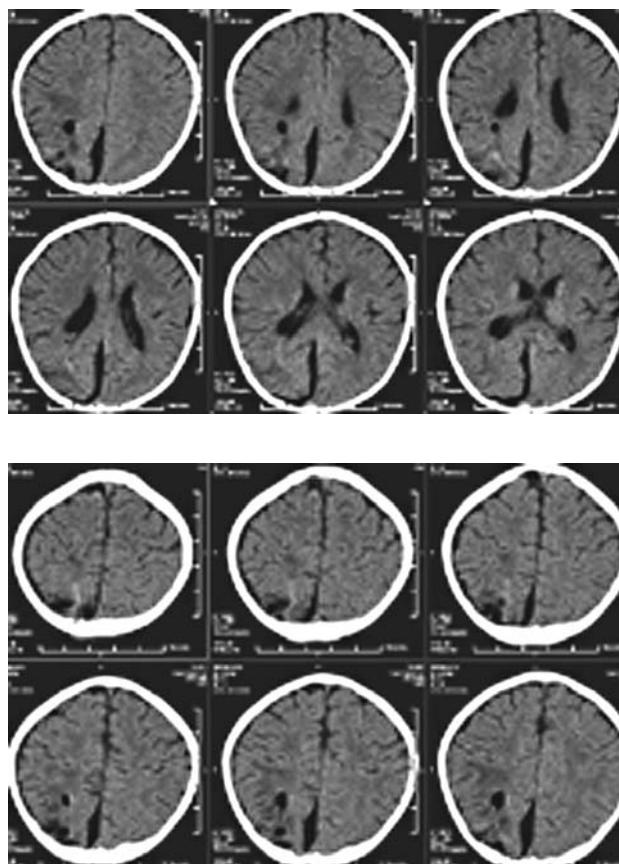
МСКТ больного через 12 дней после дренирования гнойника (серия срезов): Боковые желудочки мозга симметричны. По медиальной поверхности правой затылочной и теменной долей определяется субдуральное скопление жидкости. Конвексительные борозды большого мозга расширены. В зоне расположения бывшего гнойника структурные денситометрические показатели соответствуют остаткам капсулы абсцесса с пузырьком газа.
